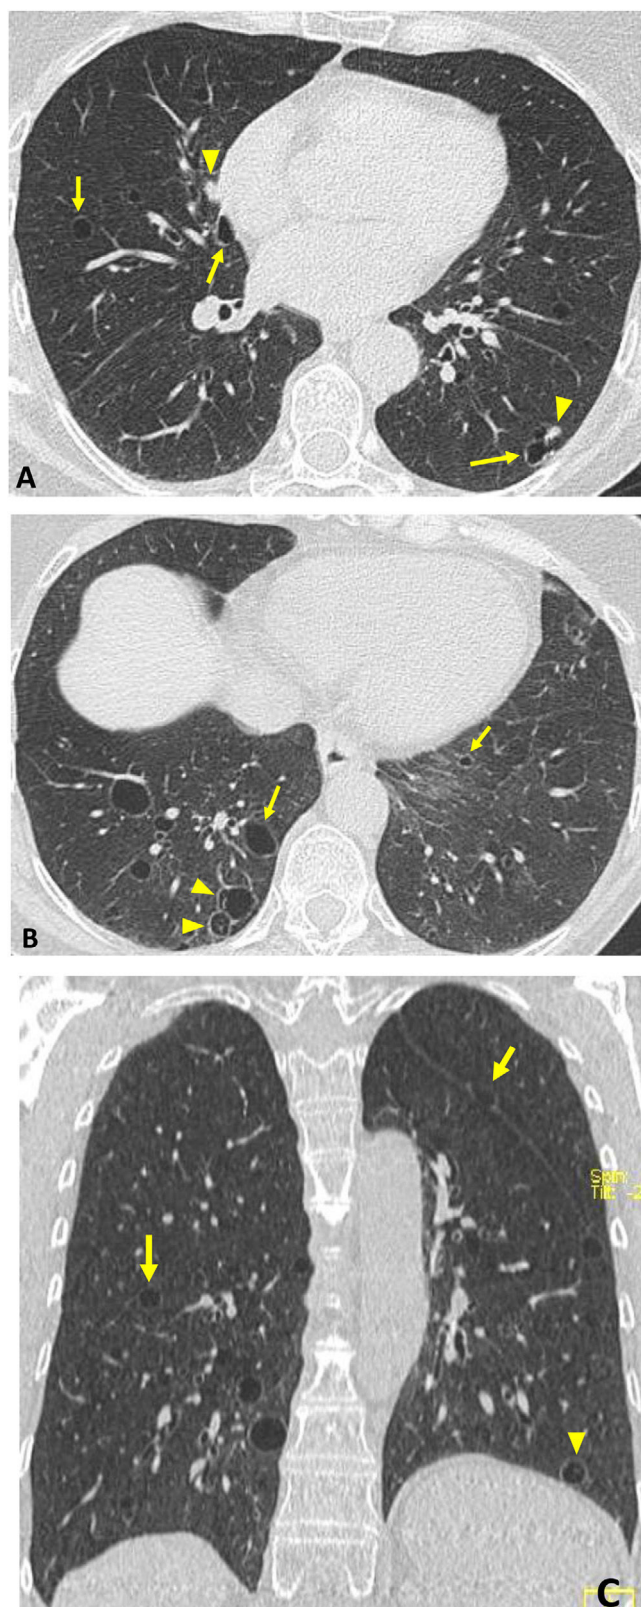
Síndrome de Sjögren «oculto» en mujer asintomática de 54 años. Hallazgo casual en TC. Imágenes axiales (A y B) y coronal (C): quistes aéreos pulmonares de pared fina dispersos (flechas), algunos con septos finos incompletos (cabezas de flecha en B y C). Se asocian varios nódulos sólidos (cabezas de flecha en A). La biopsia demostró NIL y amiloidosis pulmonar.
